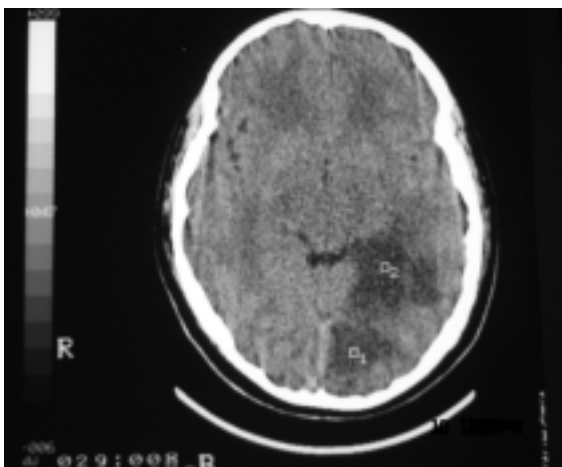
TAC de cráneo de un paciente de 14 años de edad. Se evidencia un infarto extenso en la región temporal-occipital izquierda.
